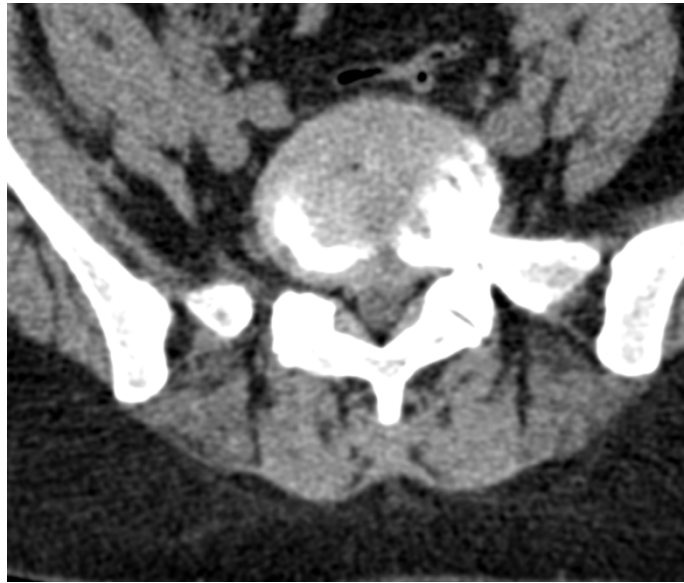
TDM du rachis lombaire qui objective une Protrusion discale L5-S1 arrivant au contact de l'émergence des racines S1
